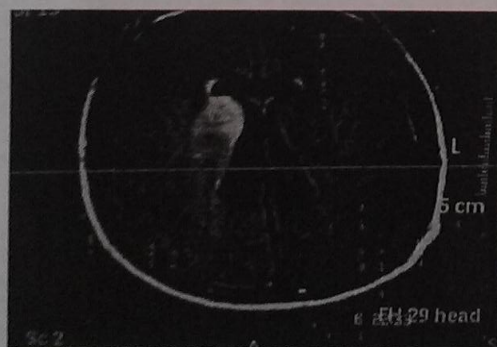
MRI T1-weighted. Subcortical lesions are localized in the right striatum corpus and adjacent corona radiata.
